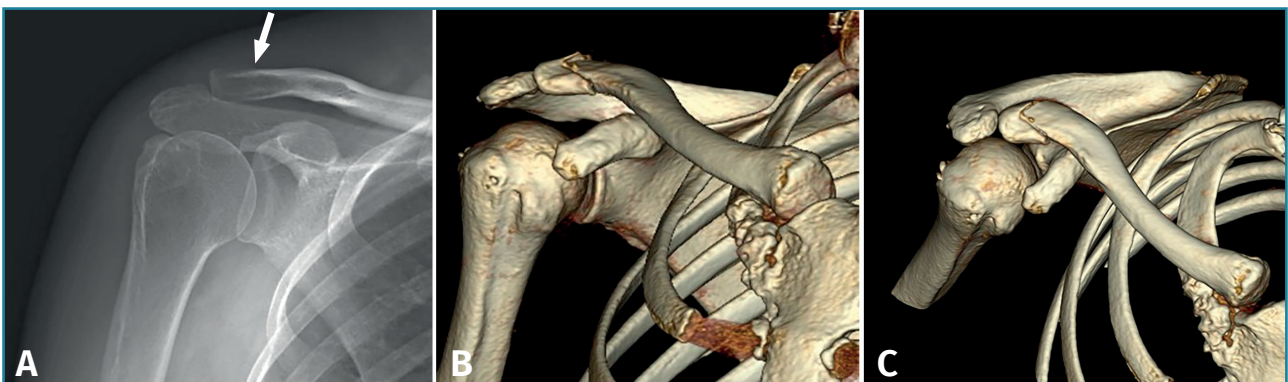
Fractura del extremo distal de la clavícula de tipo I de Neer. A: en la radiografía simple se intuye el trazo de fractura (flecha blanca) y no se aprecia desplazamiento de la clavícula por indemnidad de los ligamentos coracoacromiales y acromioclaviculares; B y C: la reconstrucción 3D de la tomografía computarizada nos muestra la fractura.
